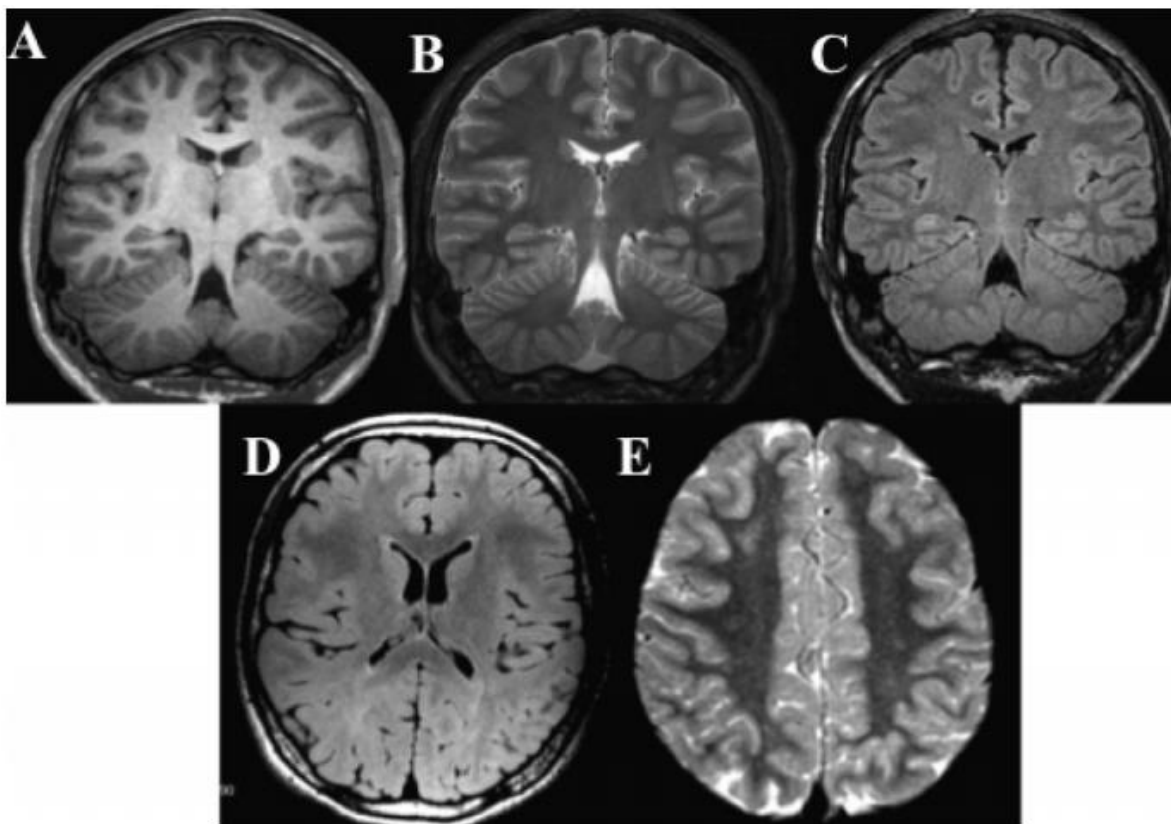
“Protocolo de Epilepsia. Reconstrucción coronal de la adquisición 3D-T1 (A), cortes coronales T2 (B) y FLAIR (C), corte axial FLAIR (D) y corte axial T2-EPI (E).” (Álvarez-Linera, 2012).
